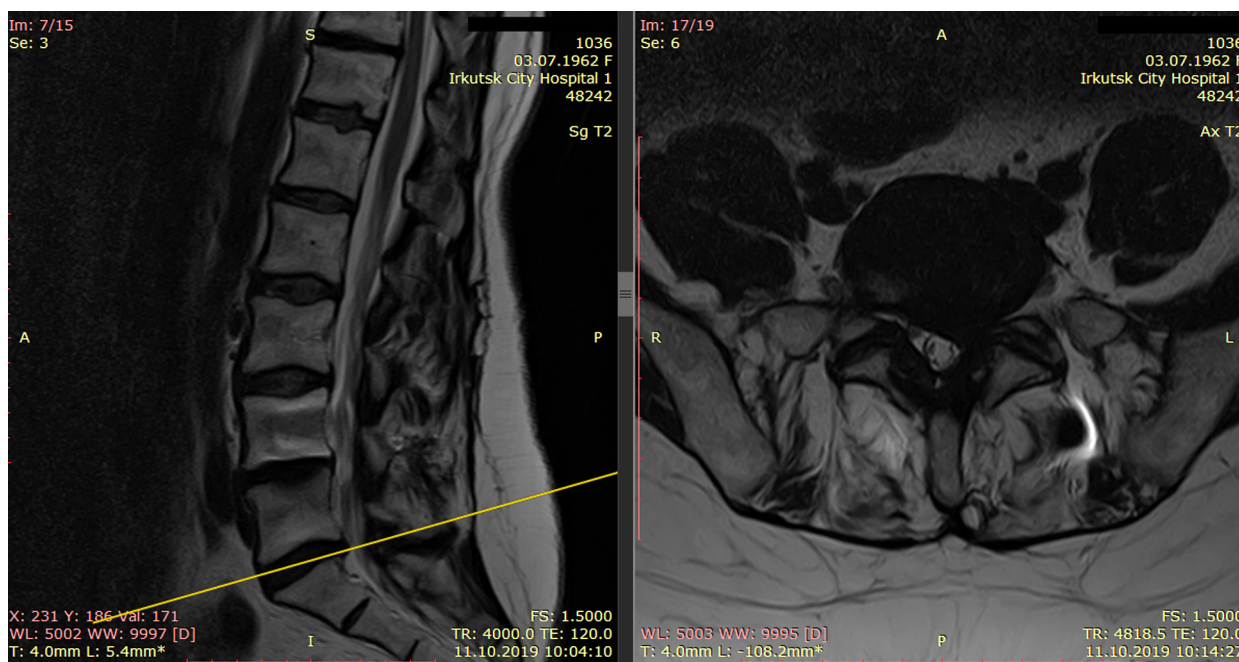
МРТ пациентки видна «патология смежного сегмента» L_4-S_1 , деформирующий спондилоартроз и гипертрофия жёлтых связок на уровне L_4-S_1 , грыжа межпозвонкового диска L_4-S_1 с фораминальным стенозированием спинномозгового корешка на уровне L_4-S_1 слева.
